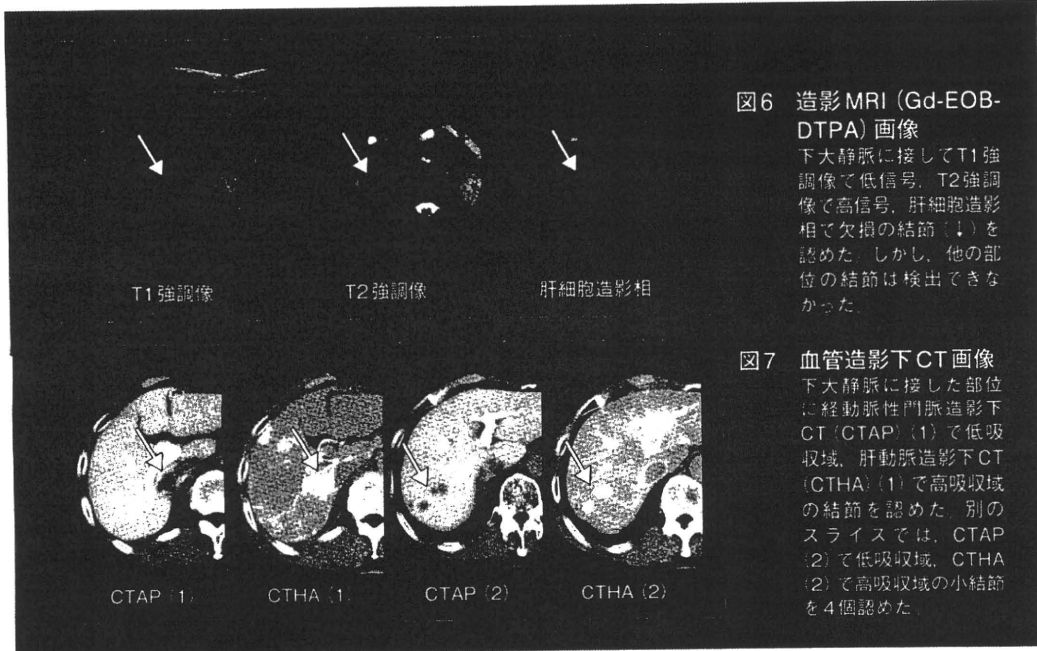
造影MRI (Gd-EOB-DTPA) 画像
